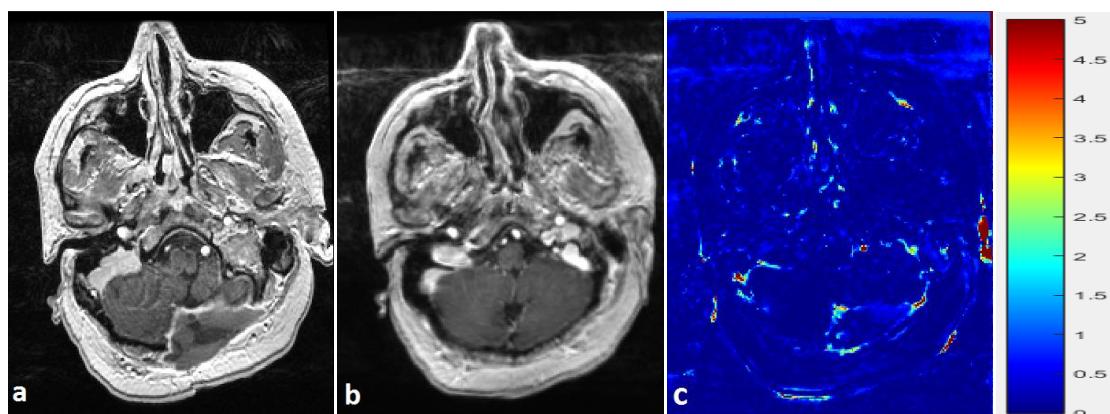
Set of images showing a patient with atypical anatomy. a) Patient MR image; b) deformed model MR image; and c) absolute relative ratio of the two former images.
